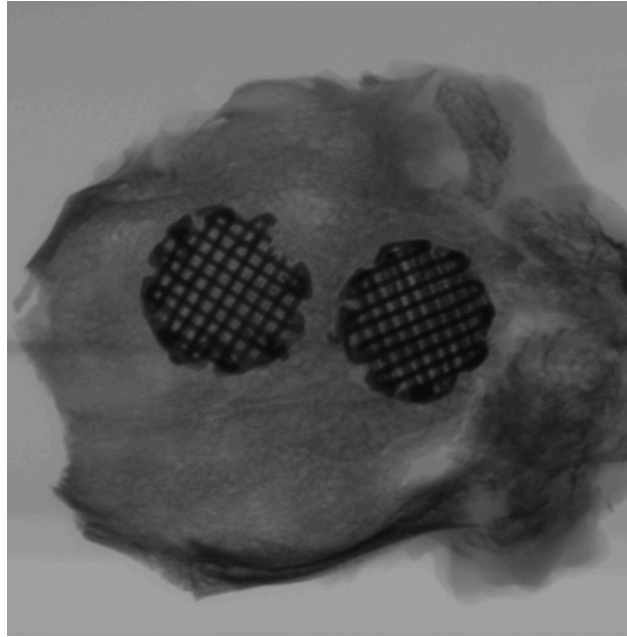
radiografía de la muestra de calota con los dos implantes.
